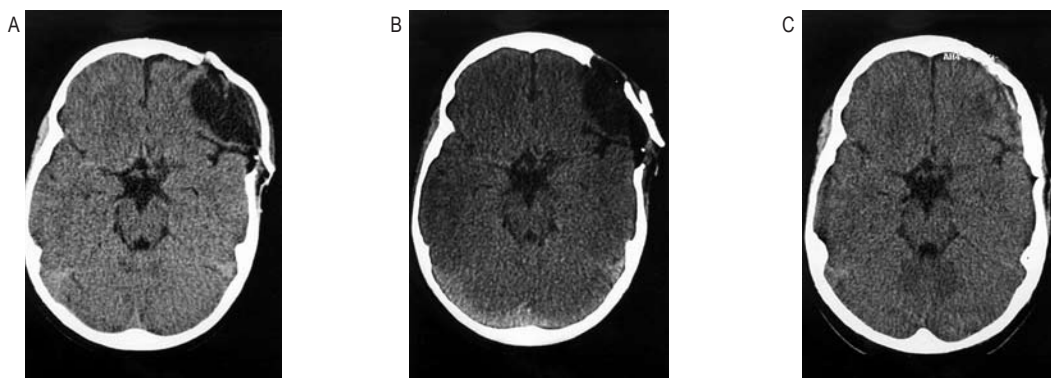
TC de controle pós-operatório: (A) 10 dias; (B) 1 ano; (C) 3 anos.
